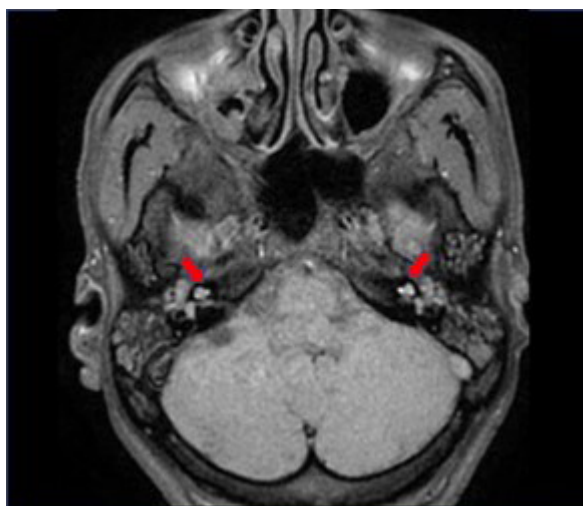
RM de crânio evidenciando áreas de hipersinal em T1 envolvendo a cóclea bilateralmente, vestíbulo e parte dos canais semicirculares, indicativo de hemorragia labiríntica.
